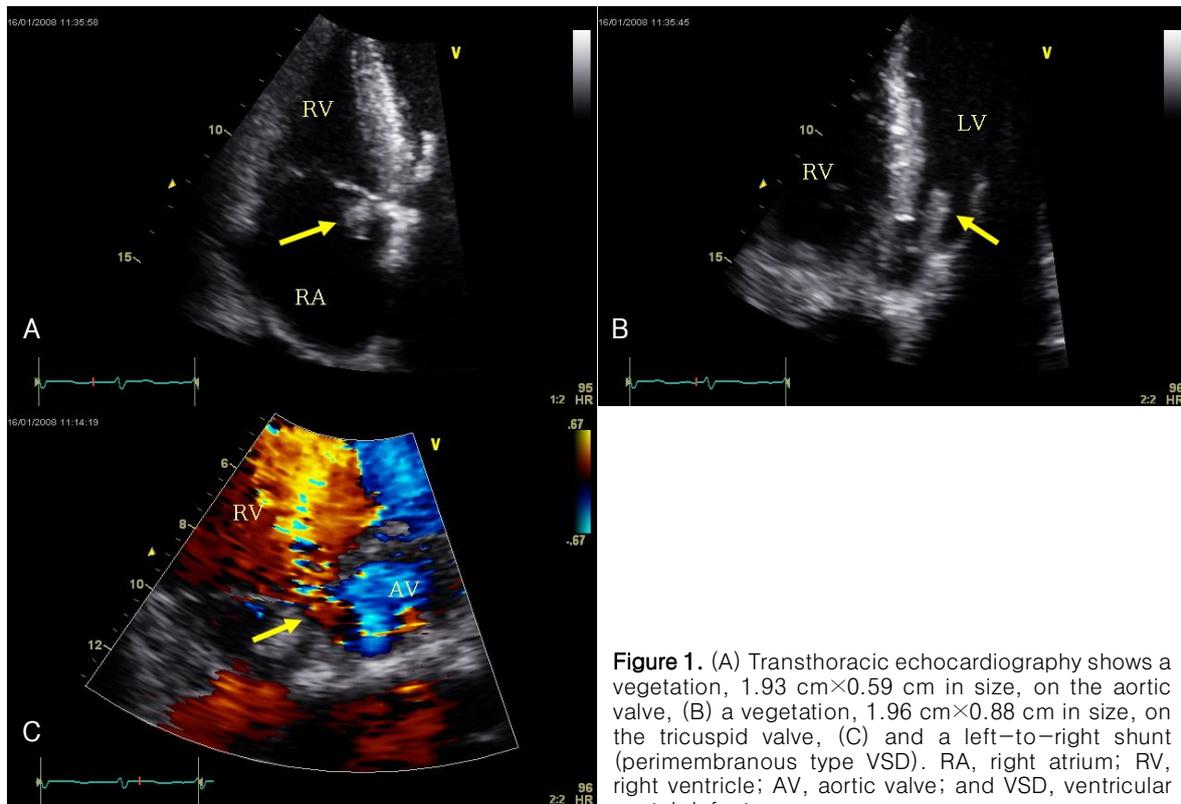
(A) Transthoracic echocardiography shows a vegetation, 1.93 cm×0.59 cm in size, on the aortic valve, (B) a vegetation, 1.96 cm×0.88 cm in size, on the tricuspid valve, (C) and a left-to-right shunt (perimembranous type VSD). RA, right atrium; RV, right ventricle; AV, aortic valve; and VSD, ventricular septal defect.
